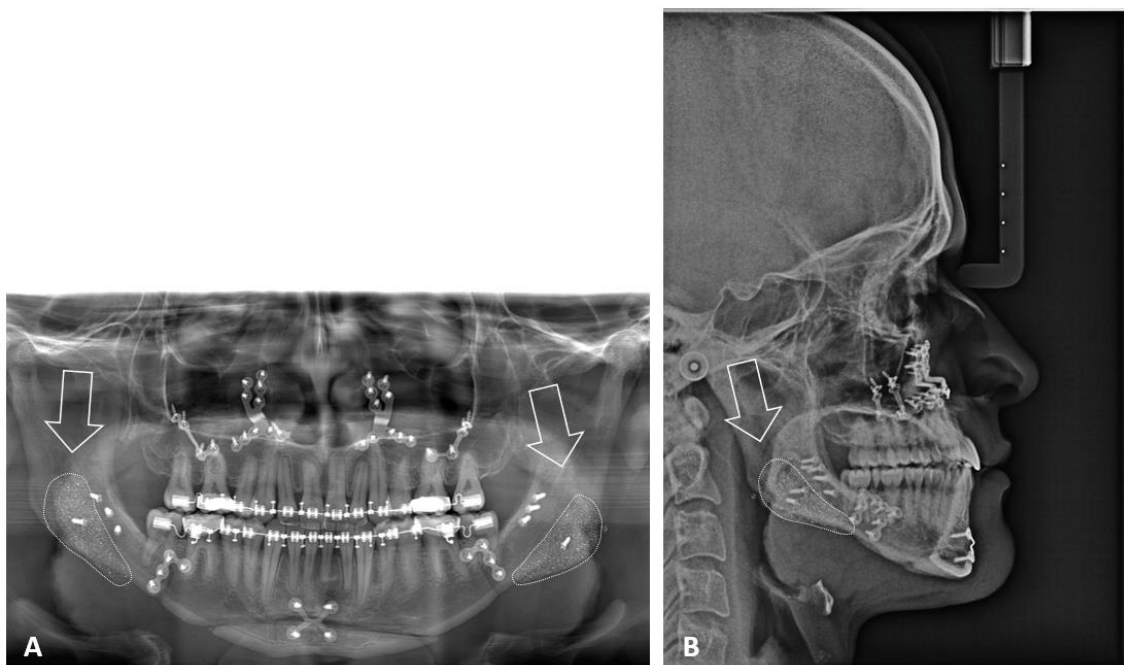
A) Radiografia panorâmica que revela a cicatrização adequada das próteses de ângulo goníaco; B) Teleradiografia evidenciando cicatrização e adaptação adequada do enxerto de ângulo goníaco. Fonte: Acervo pessoal (Prof. Dr. Mickelson Costa)
